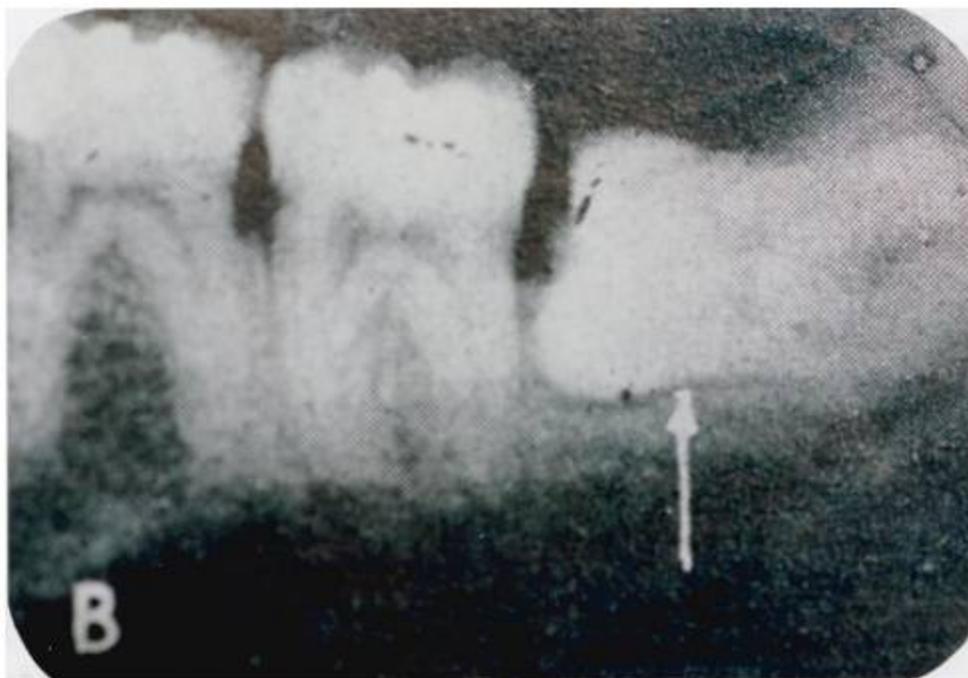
Radiografía del tercer molar inferior izquierdo en posición horizontal con cara mesial inaccesible.
